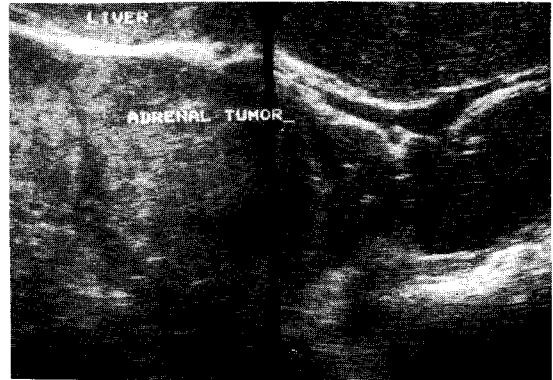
Abdominal ultrasonogram shows a huge 15×14 cm sized mixed echogenic mass lesion with calcification in RUQ.
